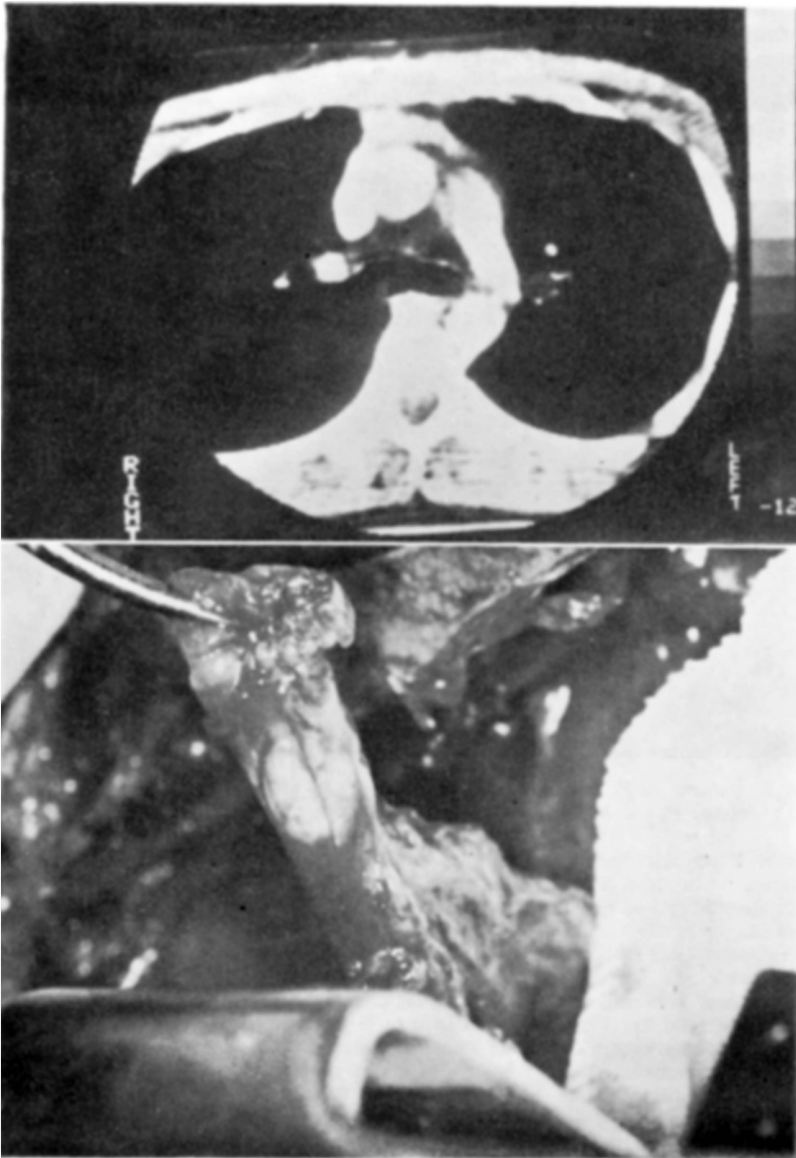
Caso LPF. Aspecto da tomografia computadorizada do tórax (A, no alto) e da timectomia (B, em baixo): descrição no texto.
